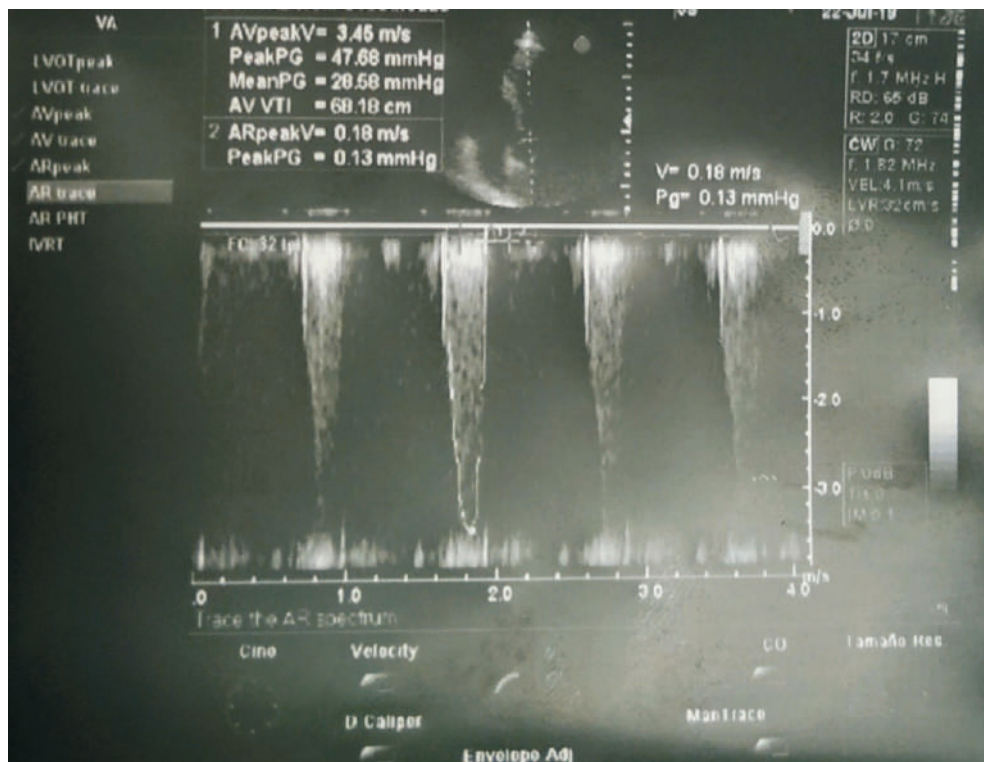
Segundo ecocardiograma que se realiza tras introducción de tratamiento, en el que se objetiva disminución de gradiente.
